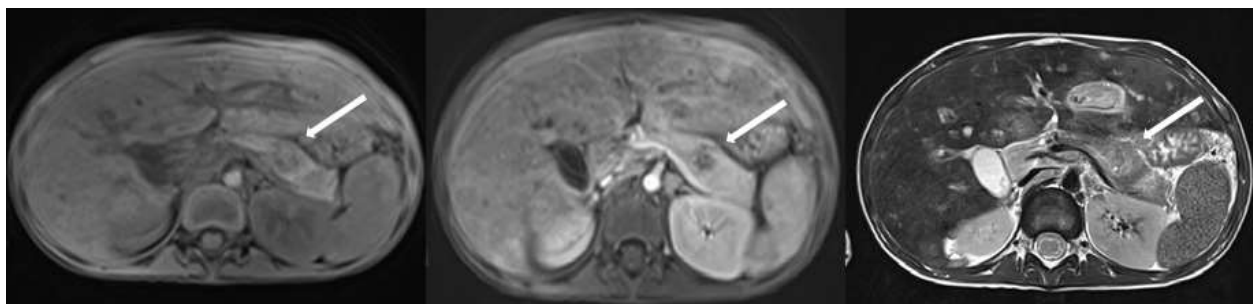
Пациент В., 5 лет. МРТ брюшной полости в аксиальной проекции: а) T1vibe ВИ с подавлением МР-сигнала от жировой ткани; б) T1vibeВИ с подавлением МР-сигнала от жировой ткани с внутривенным контрастированием (паренхиматозная фаза); в) T2ВИ турбо спин эхо. В хвосте поджелудочной железы - участок измененного сигнала неоднородной структуры, накапливающий контрастный препарат по периферии (стрелка).
